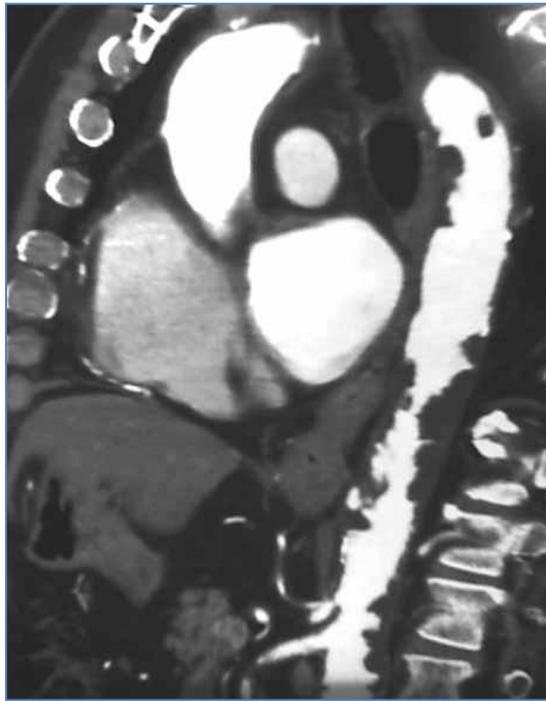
Ejemplo de una aorta *shaggy* en un paciente con un aneurisma de aorta ascendente. Angiotomografía, reconstrucción multiplanar
